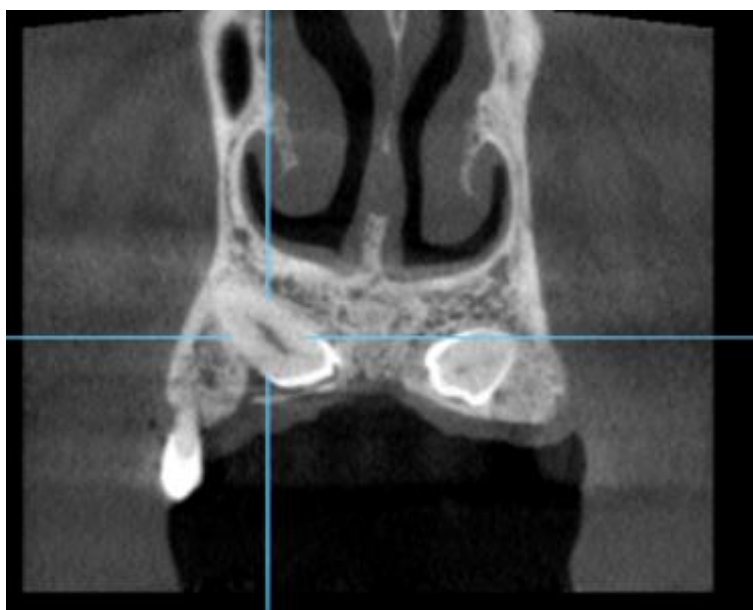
Secțiune coronală - investigație CBCT într-un caz cu incluzie bilaterală de canini superiori.
